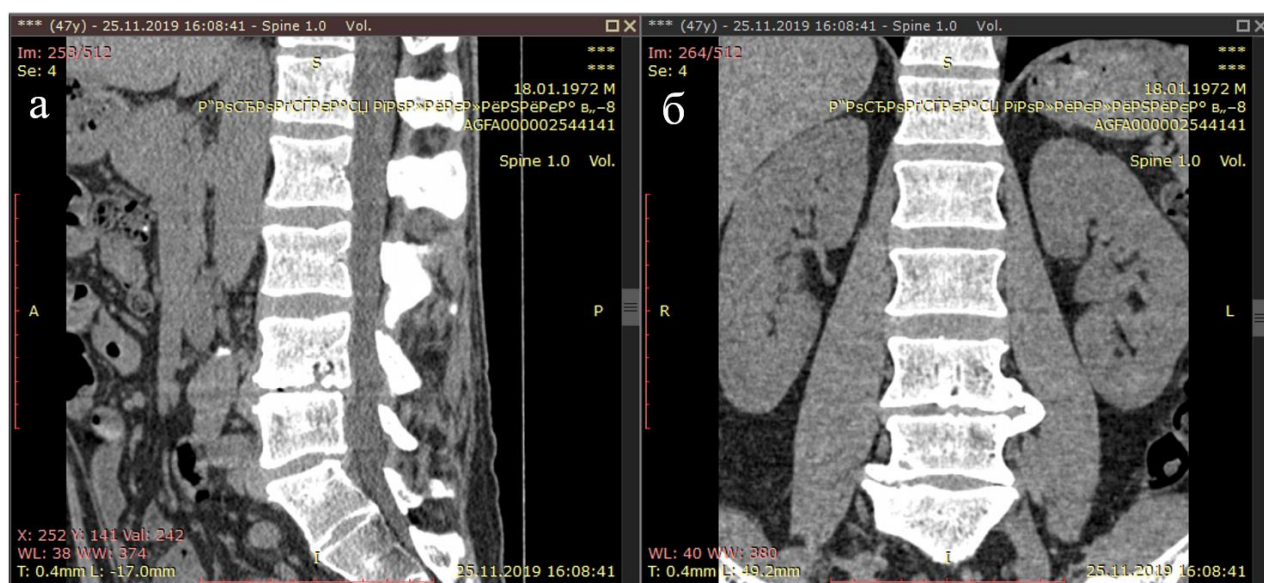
КТ пояснично-крестцового отдела позвоночника пациента 3., мягкотканый режим (а – сагиттальный срез, б – коронарный срез)
